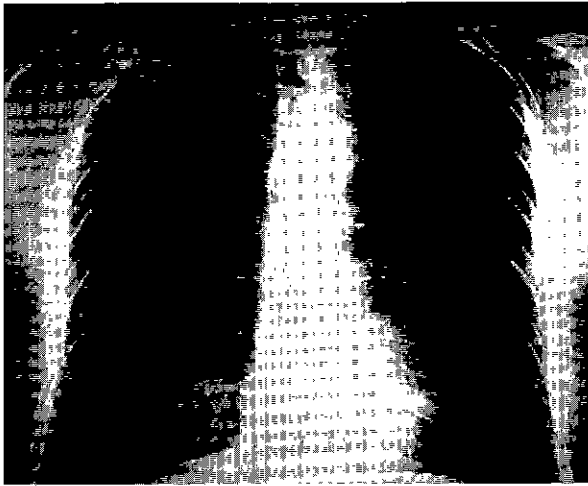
Chest roentgenogram showing an ovoid mass adjacent to the T10 vertebra
